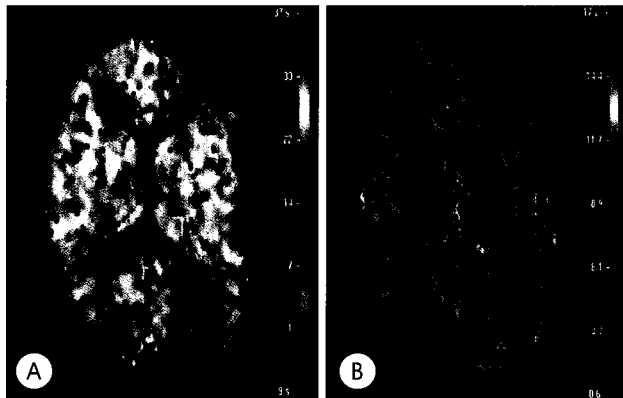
Perfusion weighted magnetic resonance image of a 3-year-old boy with migraine. There is no significant cerebral blood volume and time-to-peak difference on cerebral blood volume imaging(A) and time-to-peak imaging(B).
